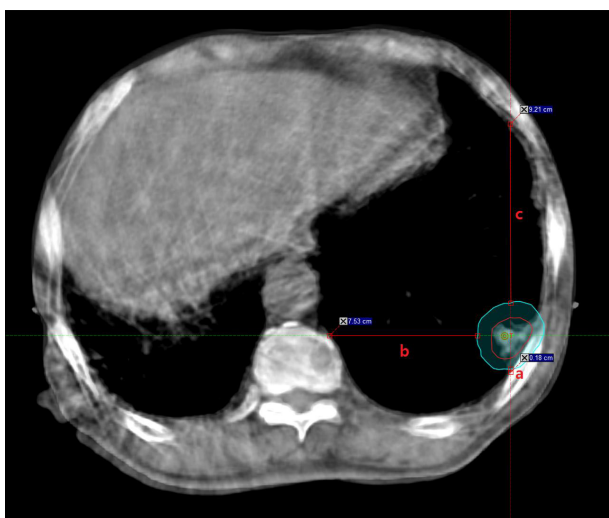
Direction of a, b, c in CBCT of A patientT
